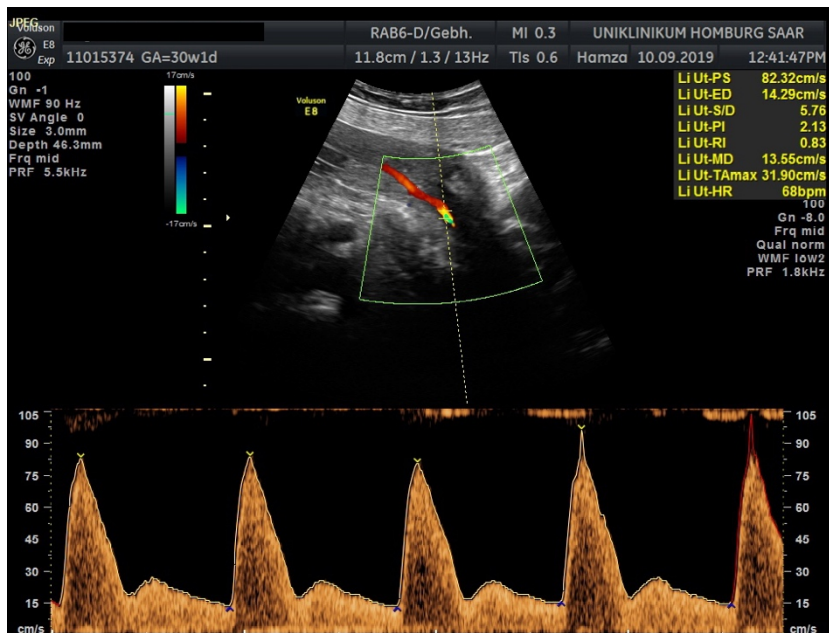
Dopplersonographisch dargestellte, postsystolische Inzisierung [144]
